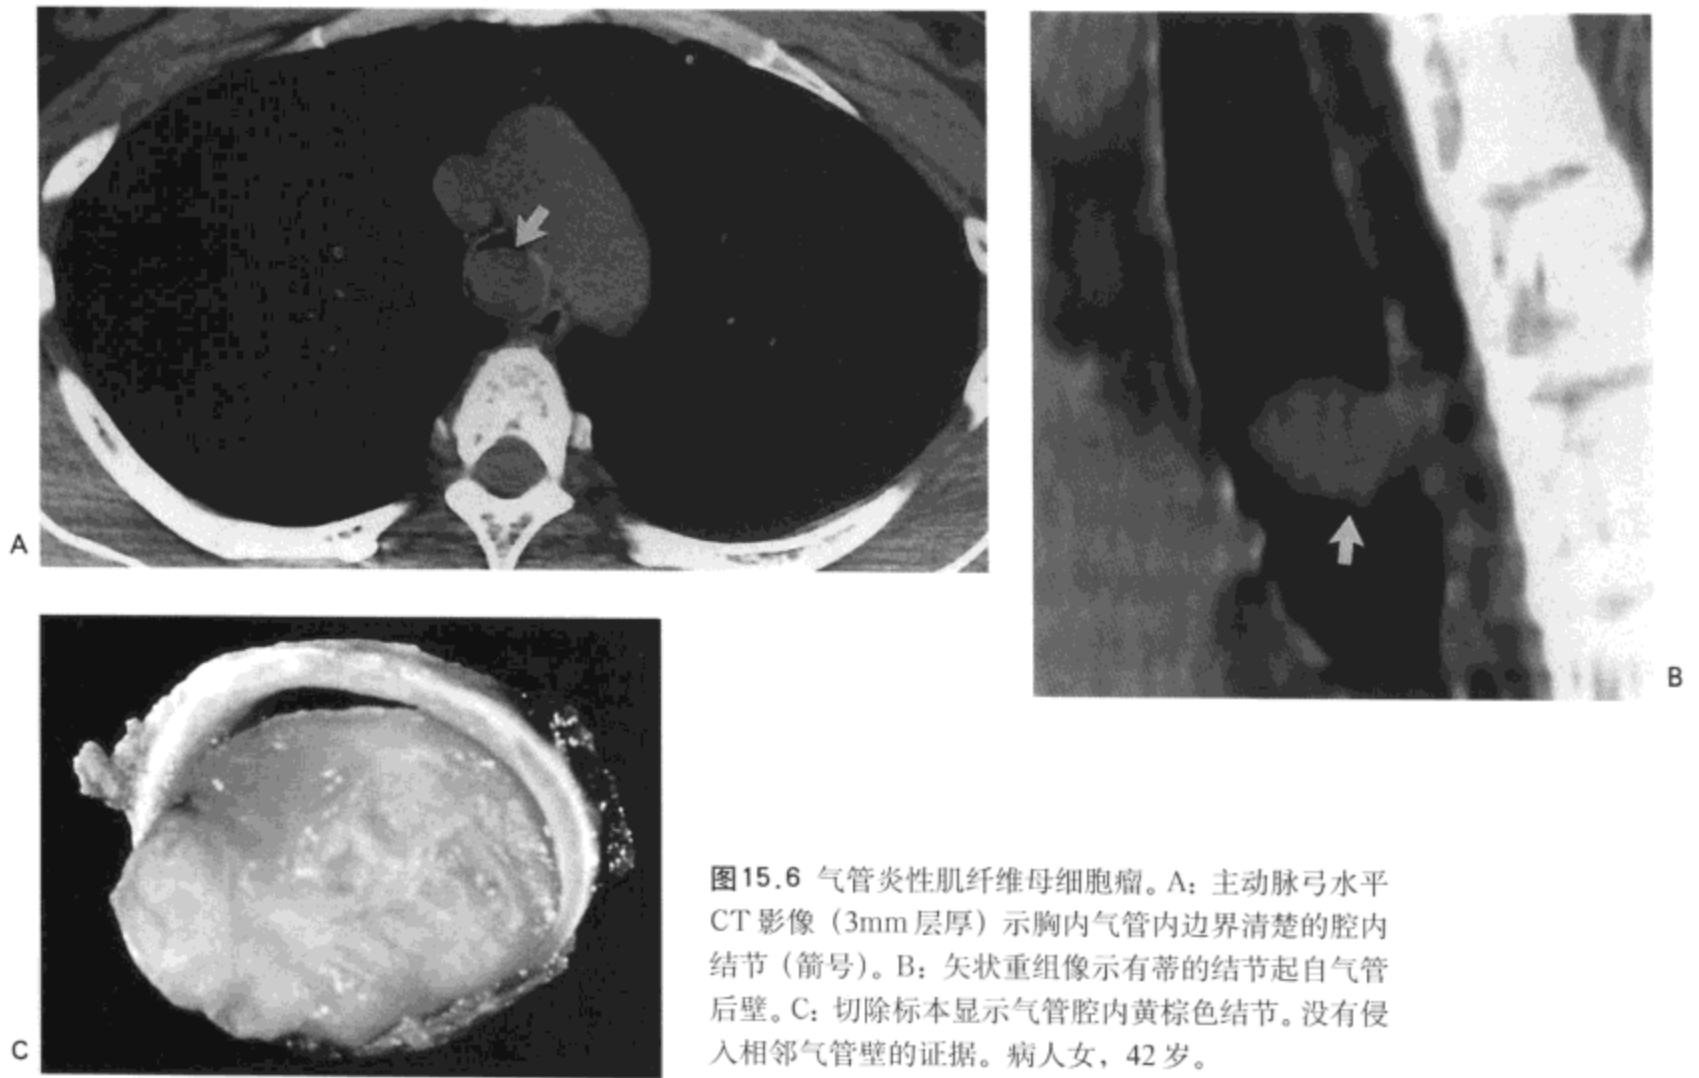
气管炎性肌纤维母细胞瘤。A: 主动脉弓水平CT影像(3mm层厚)示胸内气管内边界清楚的腔内结节(箭号)。B: 矢状重组像示有蒂的结节起自气管后壁。C: 切除标本显示气管腔内黄棕色结节。没有侵入相邻气管壁的证据。病人女, 42岁。
